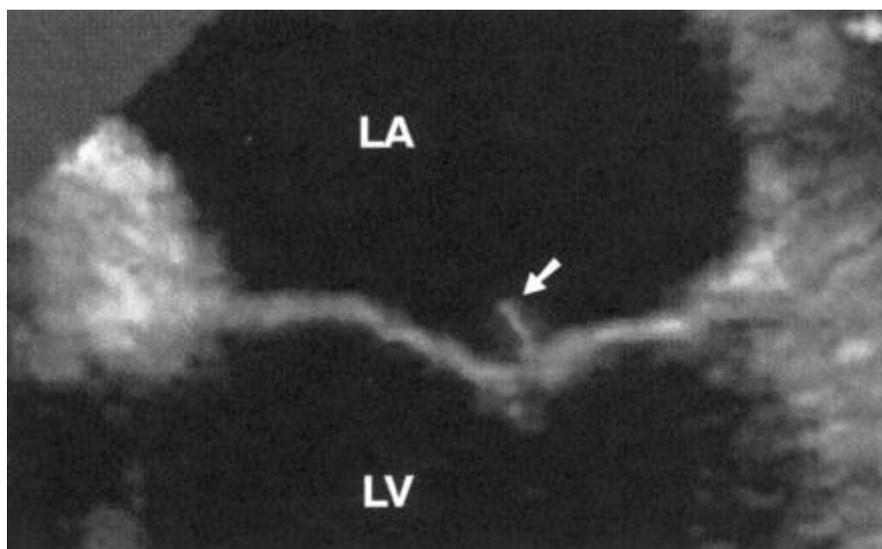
Hebras filamentosas o strands en ecocardiografía cardiaca. (Tice, 2006)
